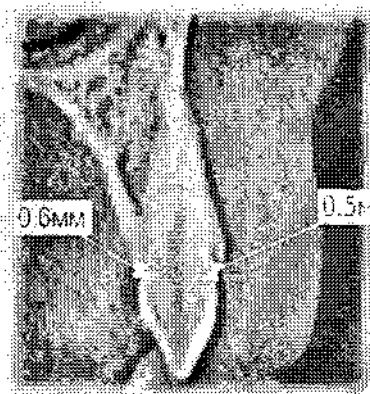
Пацієнт К. Сагітальна проекція на КТ зубу 13.
